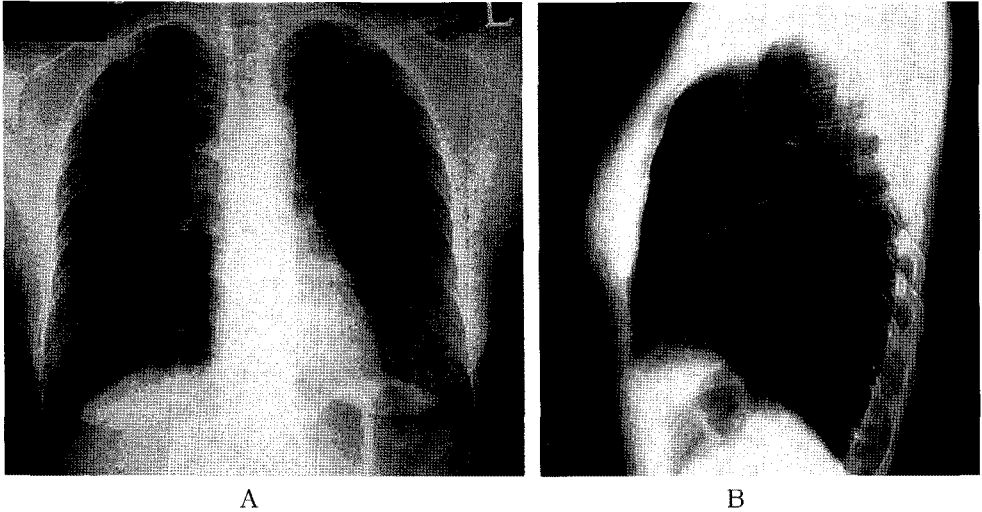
Chest roentgenography showed bulging soft tissue opacities in right supra-aortic mediastinum.
